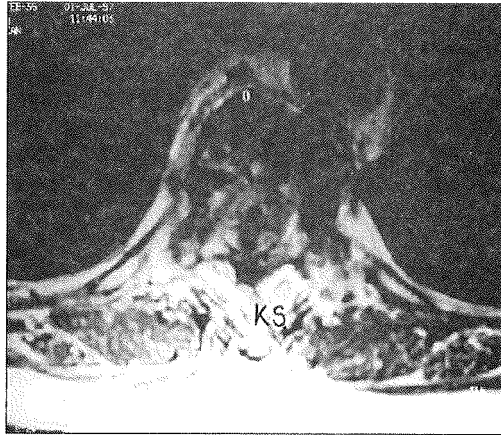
Metastaza desetega prsnega vretenca: A) MR pregledna slika spinalnega kanala v sagitalni ravnini - T1 sekvenca po aplikaciji KS. Izrazit signal v tumorski formaciji, ki vrašča v spinalni kanal: B) v detailnem prikazu je vidna utesnjena hrbtenjača: C) v prečnem prerezu je viden tumor, ki skoraj v celoti obrašča in utesnjuje hrbtenjačo: D) CT po mielografiji: tumor utesnjuje hrbtenjačo, ki jo obdaja s KS opacificiran likvor.
